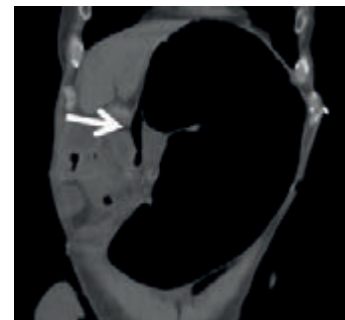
Imagem de reformatação coronal de TC sem contraste. Cego distendido (calibre superior a 13 cm), atingindo o hipocôndrio esquerdo. Visualiza-se, na sua dependência, o apêndice ileocecal com gás (seta).
